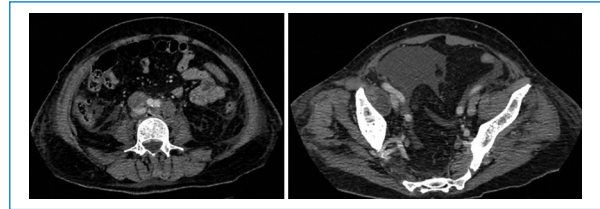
TC de abdomen y pelvis con contraste en planos axiales (A) que muestra conglomerados adenomegálicos en el retroperitoneo, periaórticos e intercavo-aórticos, así como líquido libre en la cavidad abdomino-pélvica y colección líquida en topografía del músculo psoas-iliaco derecho (B).
